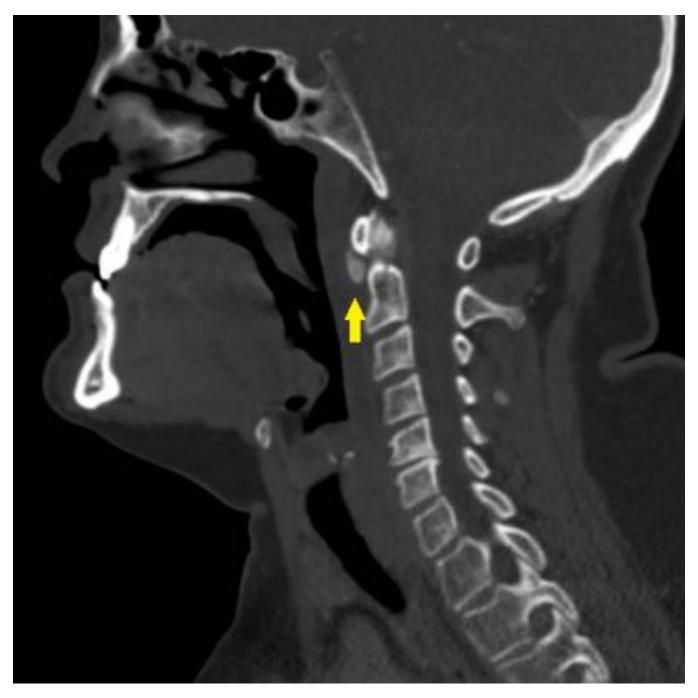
Imagen sagital MPR (ventana ósea) en TC con contraste endovenoso mostrando la típica calcificación en la inserción tendinosa de las fibras oblicuas superiores del músculo largo del cuello a la altura de C1-C2.
